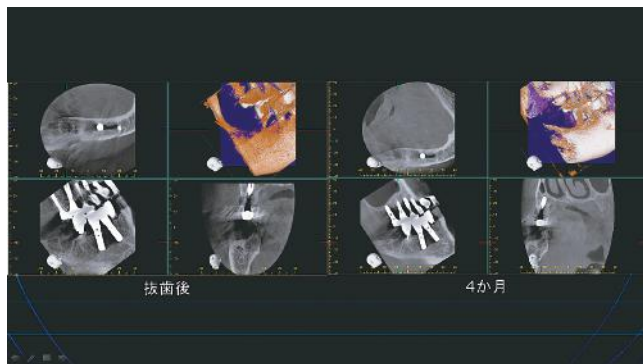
抜歯 4 か月経過後においても CT 所見で抜歯窩が残っている。
